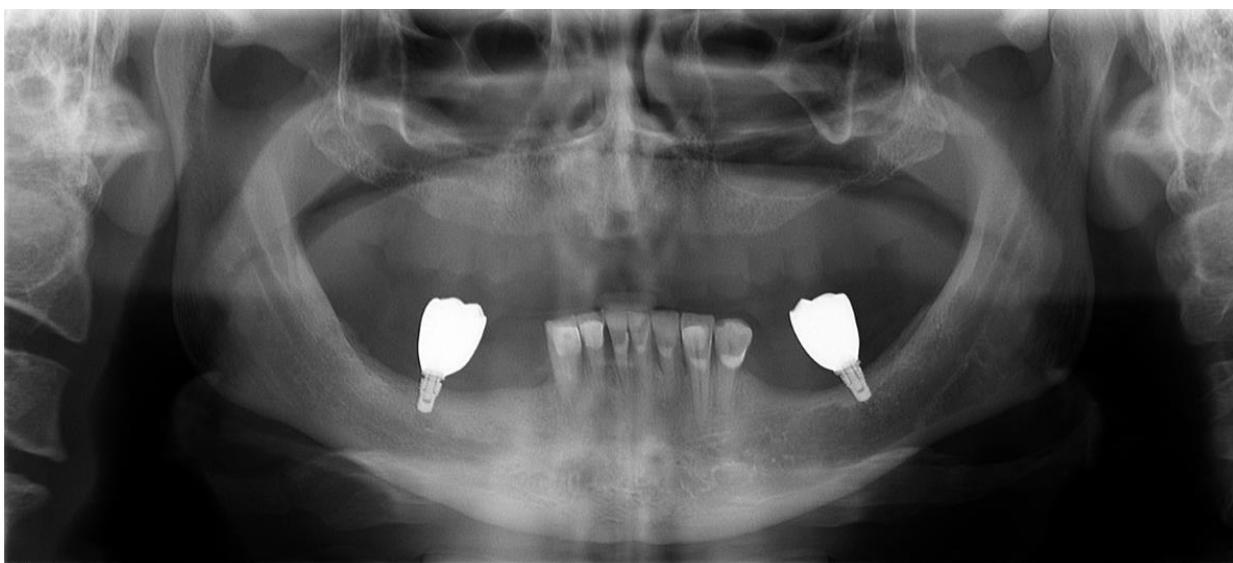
Radiografia panorâmica final
